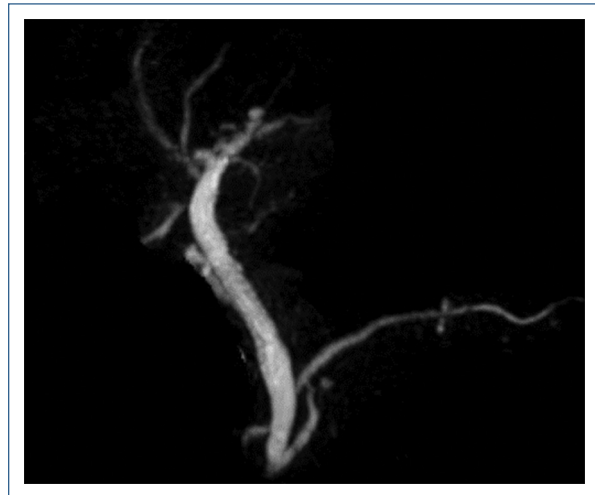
Colangiografía por resonancia magnética que muestra conducto pancreático dorsal que drena a la papila menor y sin conexión con el conducto pancreático ventral compatible con páncreas divisum completo.
